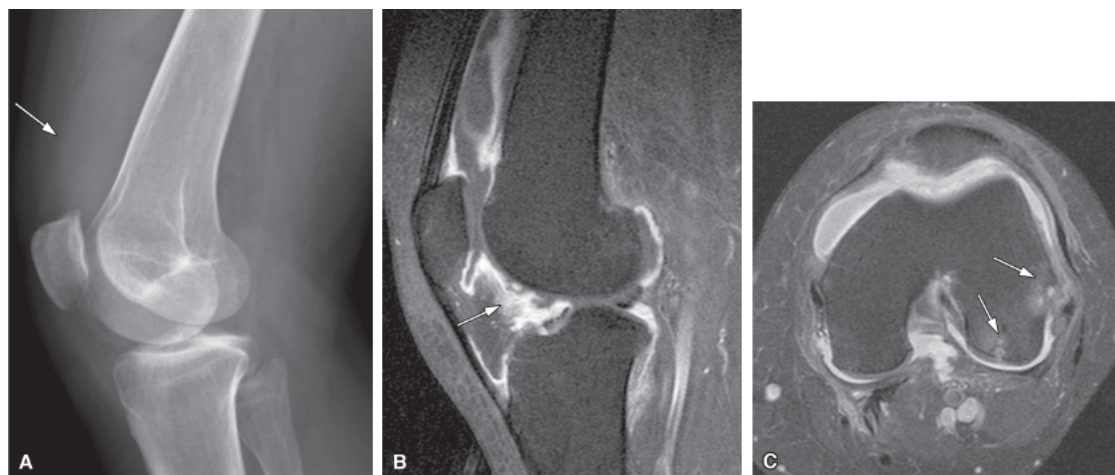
Paciente de 47 anos, com dor e derrame articular. A. Radiografia simples, mostrando osteoporose periarticular e densificação suprapatelar (*seta*). B e C. Tomografia computadorizada e ressonância magnética mostrando derrame articular, grande espessamento sinovial e erosões marginais (*setas*), compatíveis com artrite reumatoide. (Imagens cedidas pelo Dr. Cristiano Montandon.)
